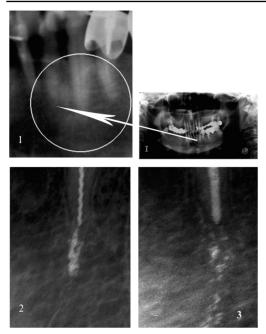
Рентгенограмма больной П. 66 лет: Обозначения: 1 — хронический гранулематозный периодонтит 32-го зуба; 2 — данный зуб в ходе лечения: заапикально выведенная в зону деструкции костной ткани комбинация ПНТ с ГАНГ определяется как непрерывный прямоугольный конгломерат; 3 — через 70 дней после лечения: рентгеноконтрастность ПНТ заметно снижена, гранулы ПНТ участвуют в ремоделировании кости, становясь каркасом вновь образуемых трабекул, ориентируясь по линиям силового напряжения.
